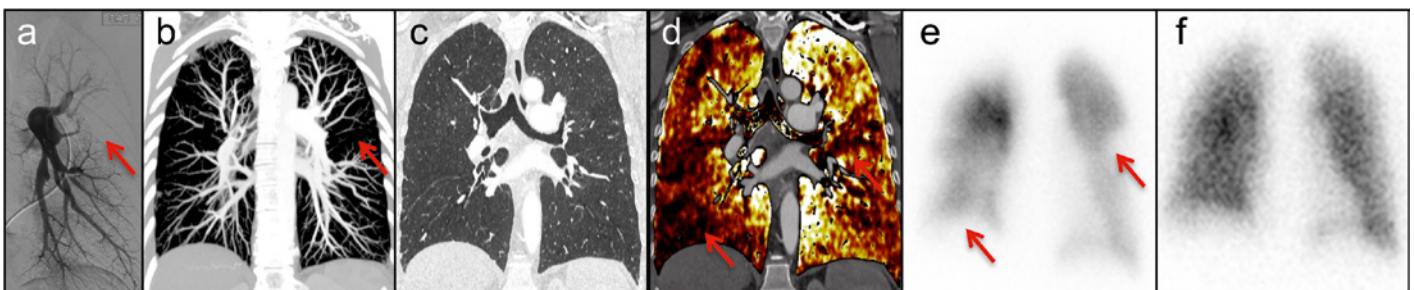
Die segmentalen Okklusionen der Pulmonalarterien (Pfeil) in der Lungenangiografie (a) sind in der CTA deutlich erkennbar (b). Darstellung der normalen Lunge (c). Die Okklusionen sind die Ursache für dreieckige Perfusionsdefekte (Sternchen) auf der Perfusionskarte (d). Bestätigung durch die Ventilations-Perfusions-Szintigraphie (e-f).
